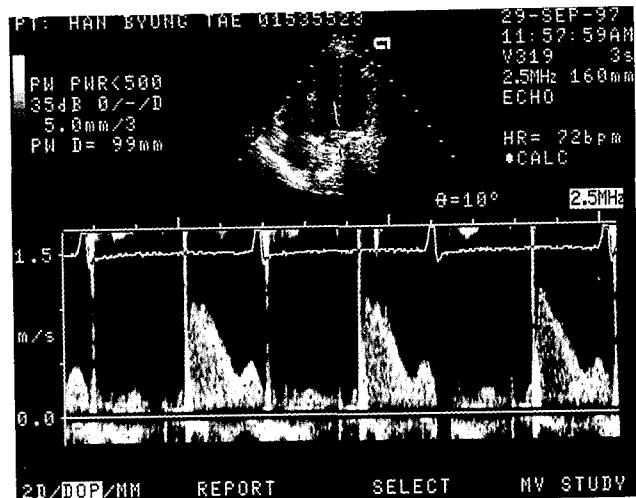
Doppler echocardiography shows definite transmural A wave but not so prominent as that of tricuspid valve.
